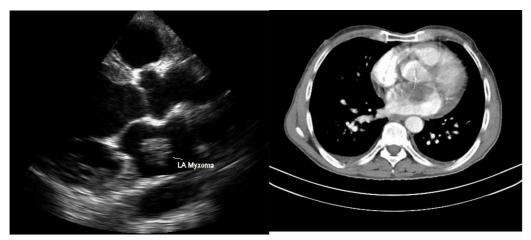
Echocardiogram in parasternal long axis view showing left atrial myxoma.
